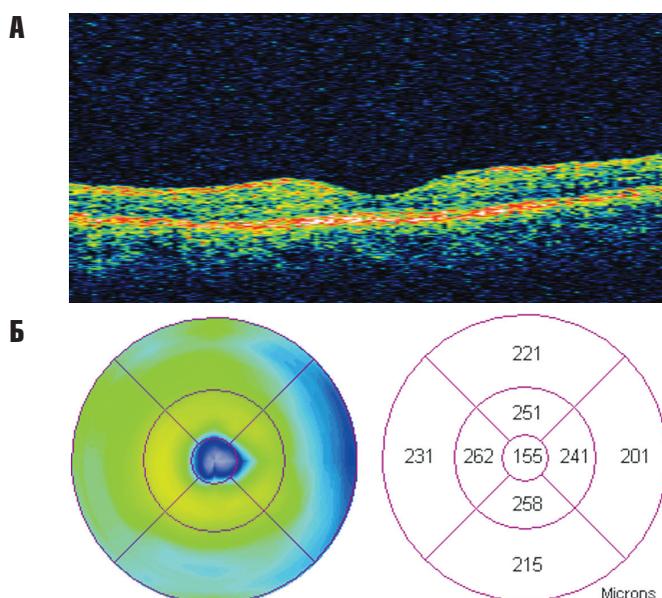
Данные оптической когерентной томографии макулярной области OS через 3 месяца
